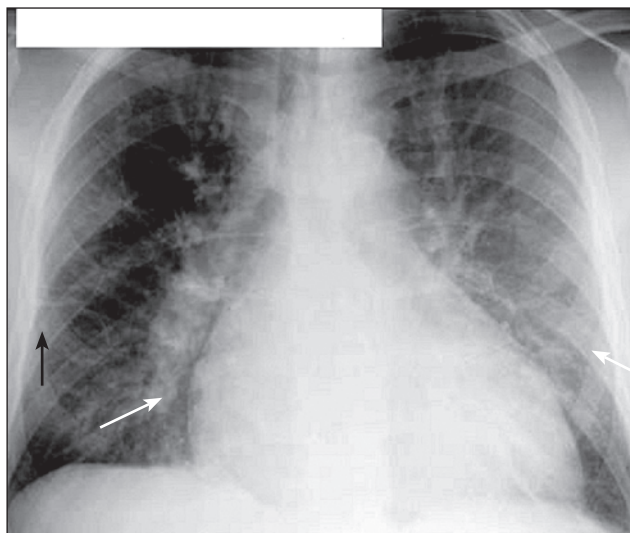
Рентгенограмма легких: кардиогенный отек легких. Усиление легочного рисунка; деформация и расширение корней легких; двусторонние легочные инфильтраты (указаны стрелками) расположены более центрально по сравнению с рис. 1; линии Керли, тип В (черная стрелка)
